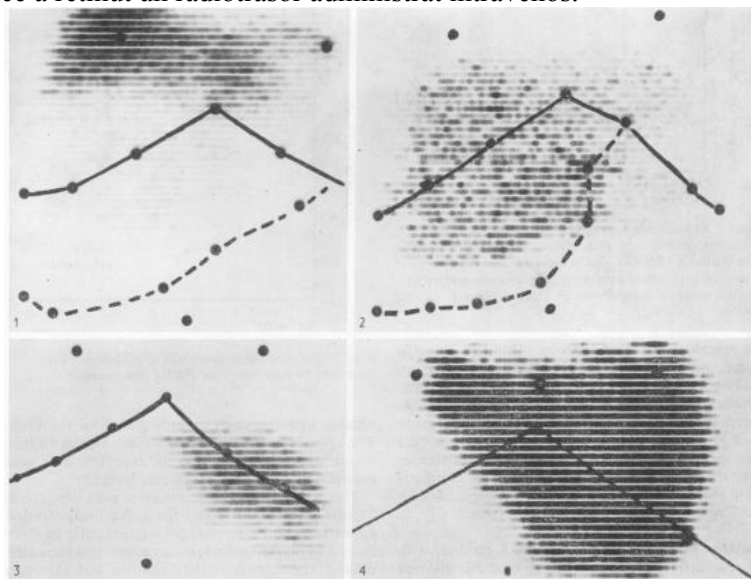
scintigrafie hepatica
